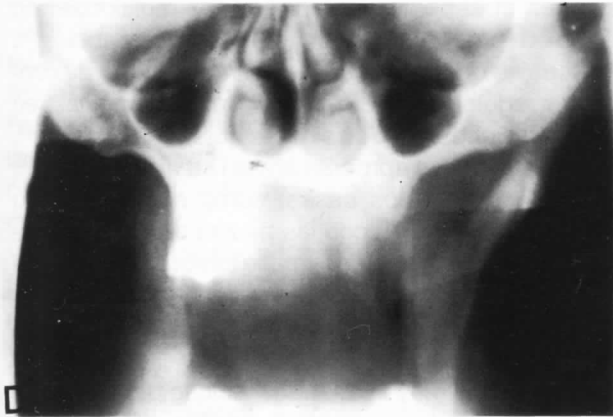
Tomografía a los 7 años de la intervención. Disminución de la altura del hueso maxilar en el lado izquierdo. No existe recidiva tumoral.
